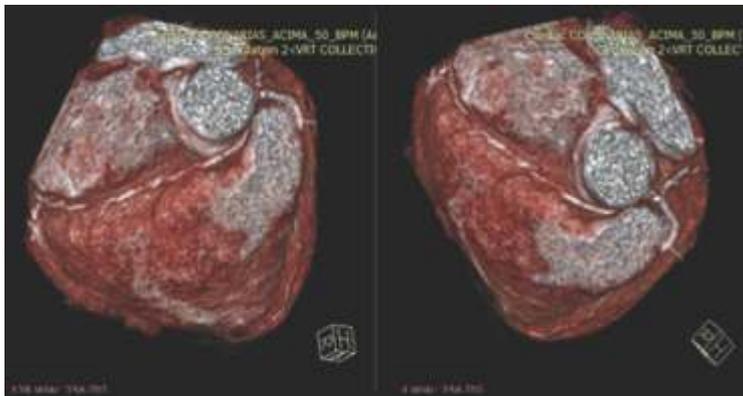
Angiotomografia de artérias coronárias
